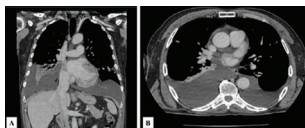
Tomografía axial computarizada de tórax en fase contrastada y ventana de mediastino, en (M) reconstrucción coronal y (B) corte axial, donde se muestra derrame pleural bilateral moderado de predominio derecho y presencia de masa heterogénea de realce intenso local derecho.
